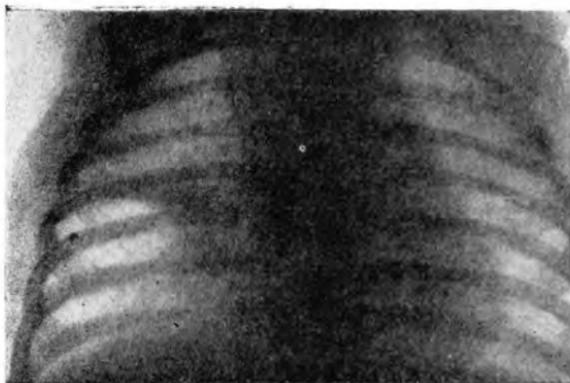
Рентгенограмма Оли Г., 6½ месяцев. Коклюш и туберкулез. 31-й день судорожного периода. Резкое увеличение паратрахеальных и бронхопульмональных лимфатических узлов справа с инфильтрацией базального отдела правой верхней доли.
